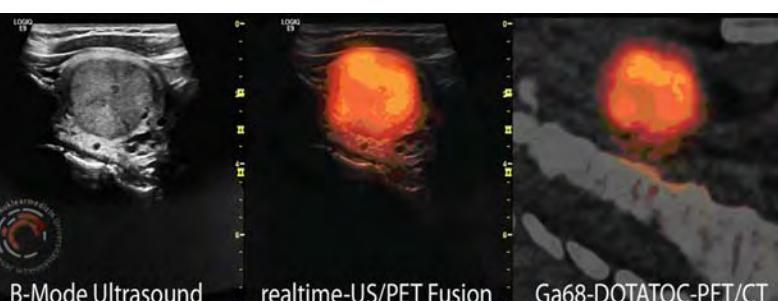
Medulläres Schilddrüsenkarzinom. Der sagittale PET/CT-Schnitt (150 MBq 68Ga-DOTATOC) des linken Schilddrüsenlappens zeigt eine fokale Speicherung, jedoch kein Korrelat im CT (rechts). Das korrespondierende sagittale B-Mode-Ultraschallschnittbild der Schilddrüse (links) zeigt einen echoarmen Knoten. Mitte: Die navigierte Echtzeit-Fusion (Mitte) erlaubt die sichere Zuordnung des PET-Befundes zum Ultraschallbefund.
